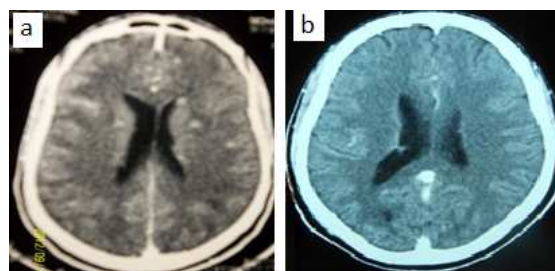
Coupe axiale TDM cérébrales après injection intraveineuse de produit de contraste iodé (a) avant traitement : présence de multiples images nodulaires hyperdenses disséminées dans les 2 hémisphères avec œdème périlésionnel hypodense ; (b) après traitement : disparition des lésions sus décrites.
